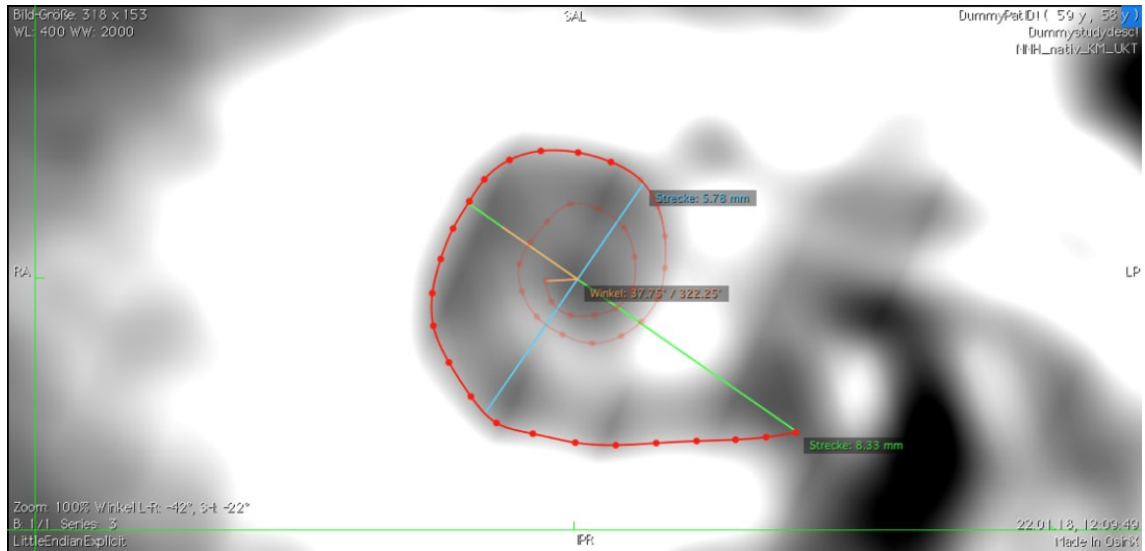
Cochlear View mit eingetragenen Messungen und entrollte Darstellung in einer CT-Studie mit schlechter Bildqualität.
